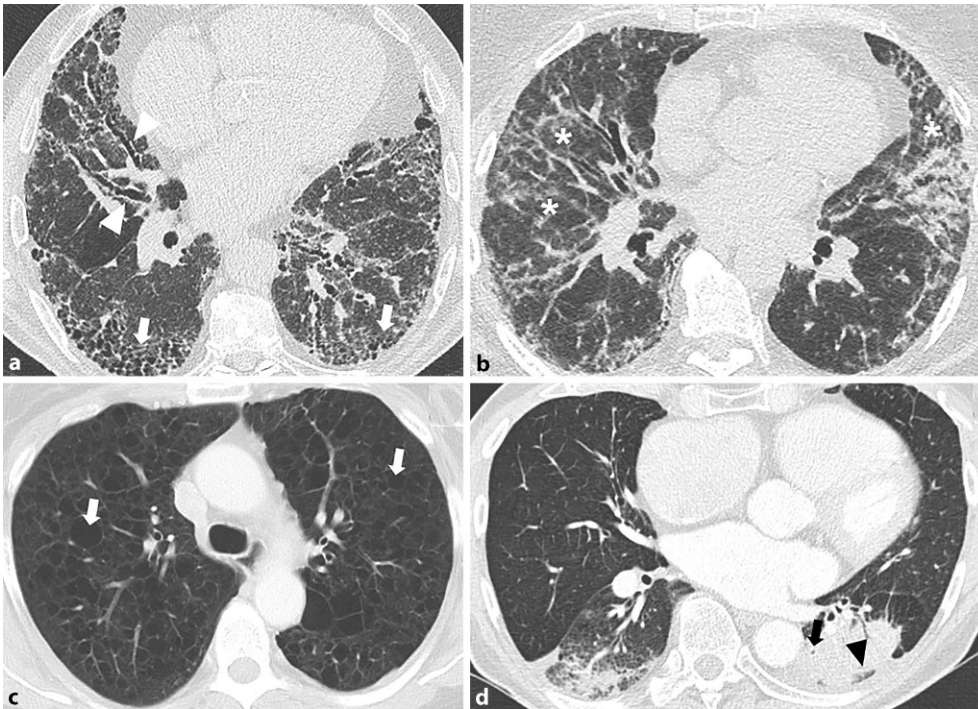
▲ Bildgebung verschiedener interstitieller Lungenerkrankungen (ILD). a Native Dünnschichtcomputer-tomographie (hochauflösende Computertomographie [HRCT]) bei einem 66-jährigen ehemaligen Raucher: im Transversalschnitt basales und peripher betontes Honigwabennetz („honeycombing“, Pfeile) sowie ausgeprägte Traktionsbronchiektasen (Pfeilspitzen) in den fibrotisch veränderten Lungenarealen. Typisches Usual-interstitial-pneumonia (UIP)-Muster. Diagnose: Idiopathische Lungenfibrose. b HRCT bei einer 68-jährigen Patientin mit vorbekannter systemischer Sklerose (SSc): konsolidierende Verdichtungen und Milchglasinfiltrate (Sterne) beidseits mit deutlichen fibrotischen Veränderungen und geringen Traktionsbronchiektasen ohne sicheres „honeycombing“. Non-specific-interstitial-pneumonia (NSIP)-Muster. Diagnose: SSc-assoziierte ILD. c Native Computertomographie bei einer 43-jährigen Patientin mit zystischer Lungenerkrankung: oberlappenbetonte zystische Destruktion des Lungenparenchyms (Pfeile). Diagnose: Lymphangiomyomatose. d Bildgebung bei einem 78-jährigen Patienten: Infiltrate mit positivem Bronchopneumogramm (Pfeil) und angedeuteter subpleuraler Aussparung (Pfeilspitze), vereinbar mit dem Bild einer organisierenden Pneumonie. Diagnose: Kryptogen organisierende Pneumonie
